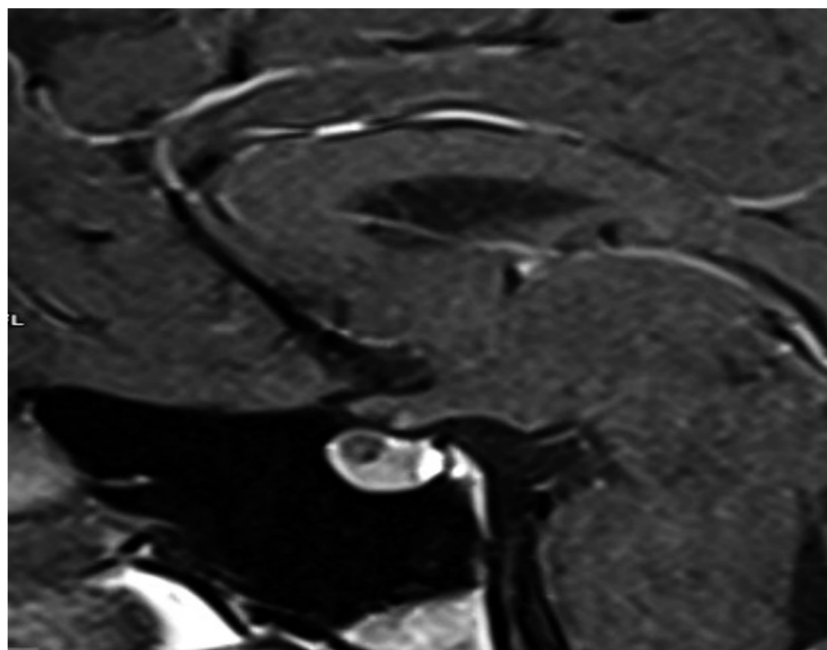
IRM montrant un adénome hypophysaire. Plan sagittal. Image pondérée en T1 SE après injection de contraste[123].
